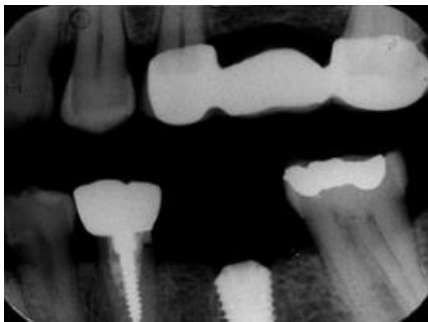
Radiografía de aleta medible en el sitio del implante ²⁸
